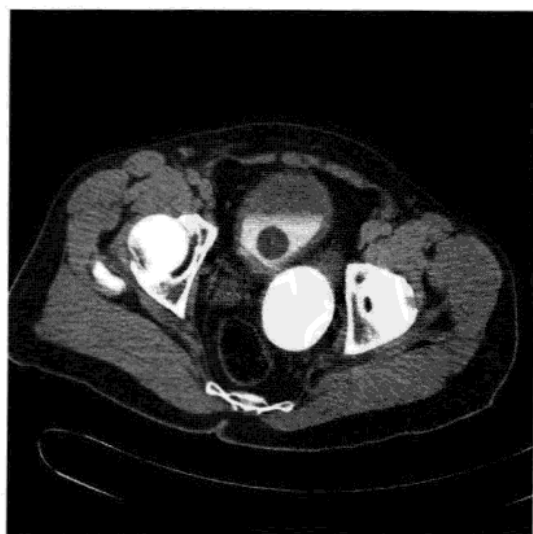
CT 尿路造影横断位图像显示结石充满膀胱憩室。膀胱内可见导尿管气囊(感谢 Professor SK Morcos, Sheffield, UK 提供图片)。
